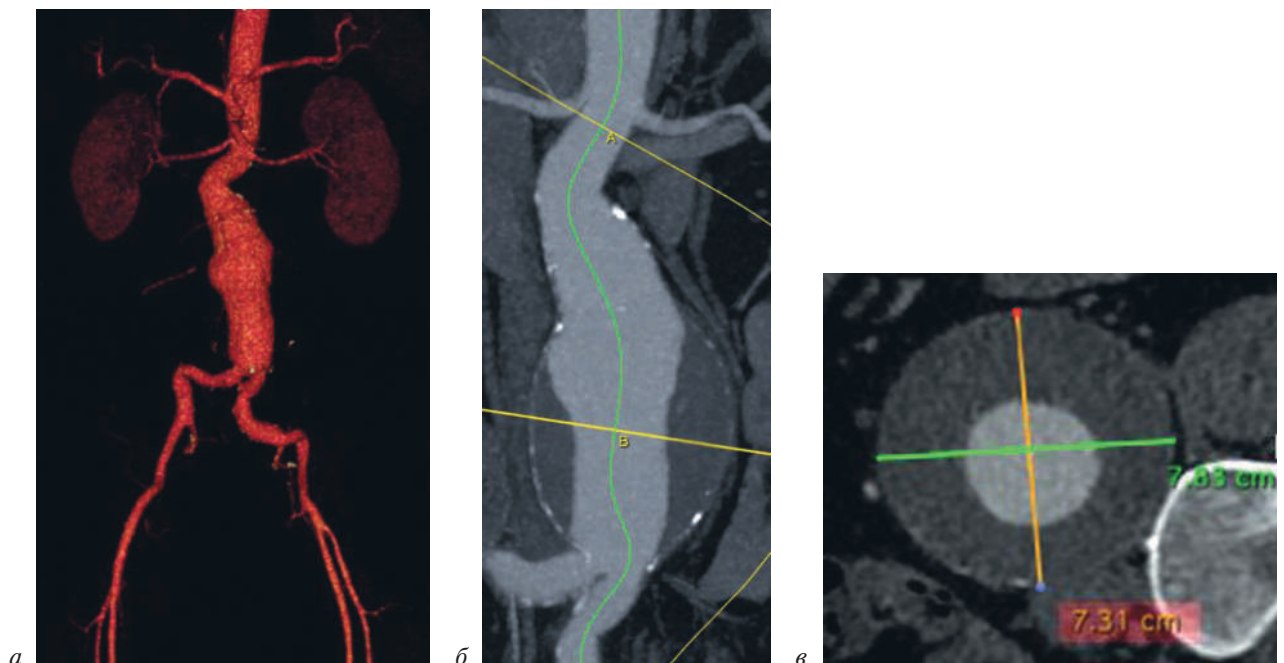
Исходная МСКТ-аортография:
